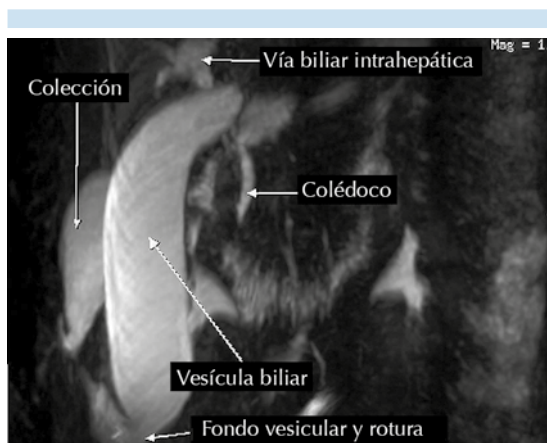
Colangiorresonancia: solución de continuidad del fondo de la vesícula y paso de bilis intraperitoneal, así como dilatación de la vía biliar intrahepática y colédoco.
